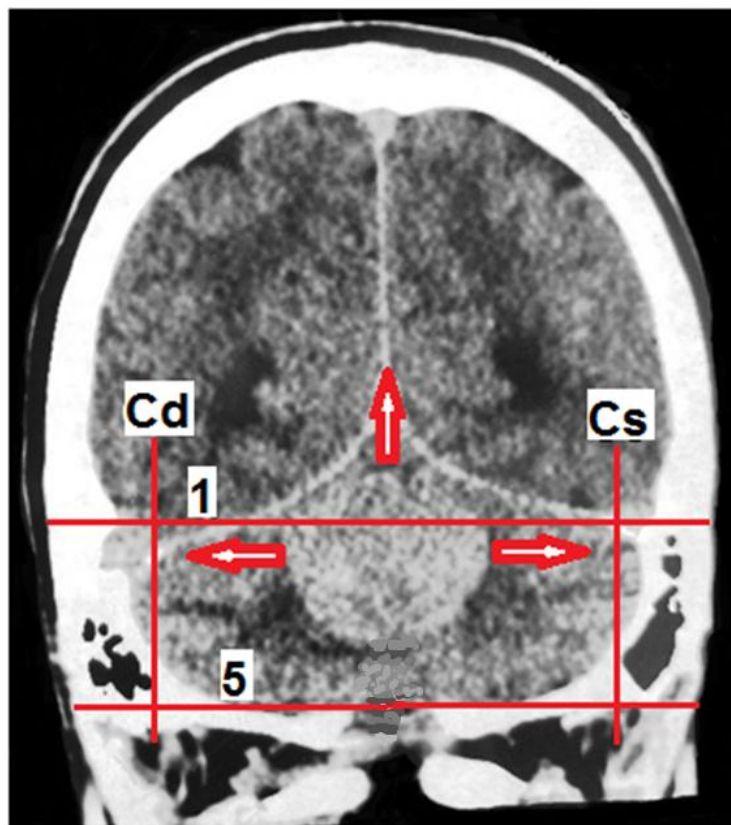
Пациент Б. (и/б 63461-13), (КТ во фронтальной проекции), глиобластома верхних отделов червя мозжечка: стрелками показаны направления смещения структур – латерально к вертикалям «С», вверх – выше оризонтали 1 (НАЗИОН)
